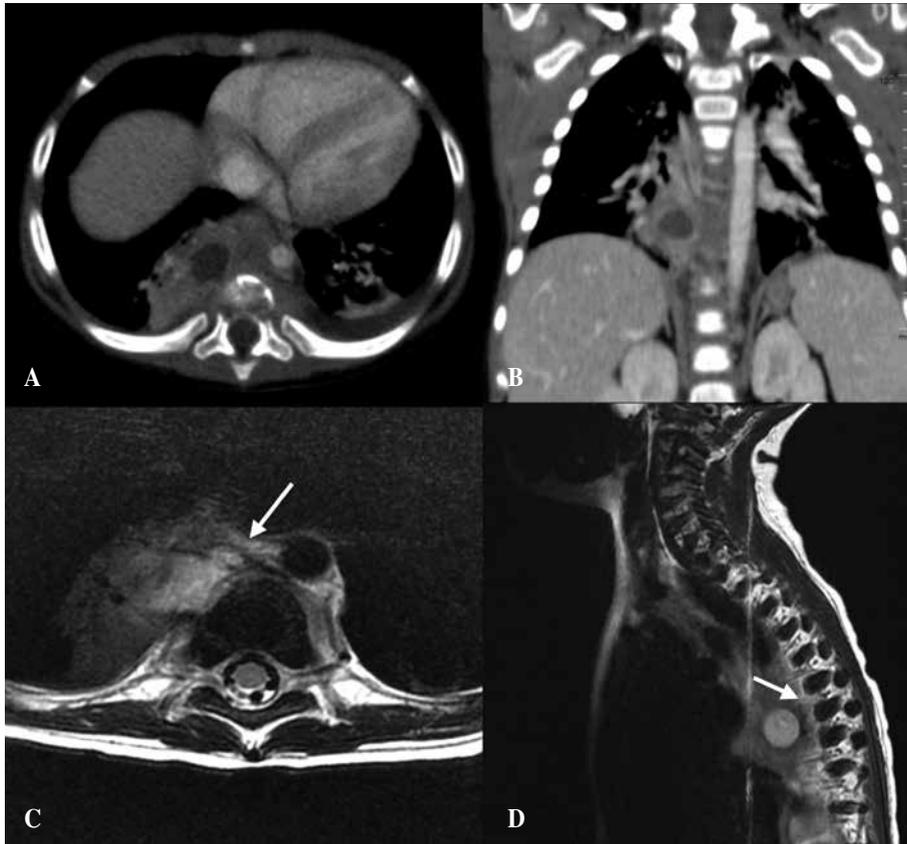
Aspergiloma pulmonar con espondilodiscitis. A) Corte axial de TC pulmonar. Se observa lesión cavitada en base pulmonar derecha, con presencia de bola fúngica en el interior. Se aprecia espondilodiscitis. B) Corte coronal de TC pulmonar. C) Corte axial de RM en secuencia T1 donde se aprecia espondilodiscitis por AP. D) Corte sagital de RM en secuencia T1 donde se aprecia espondilodiscitis por AP de T6-T8.
